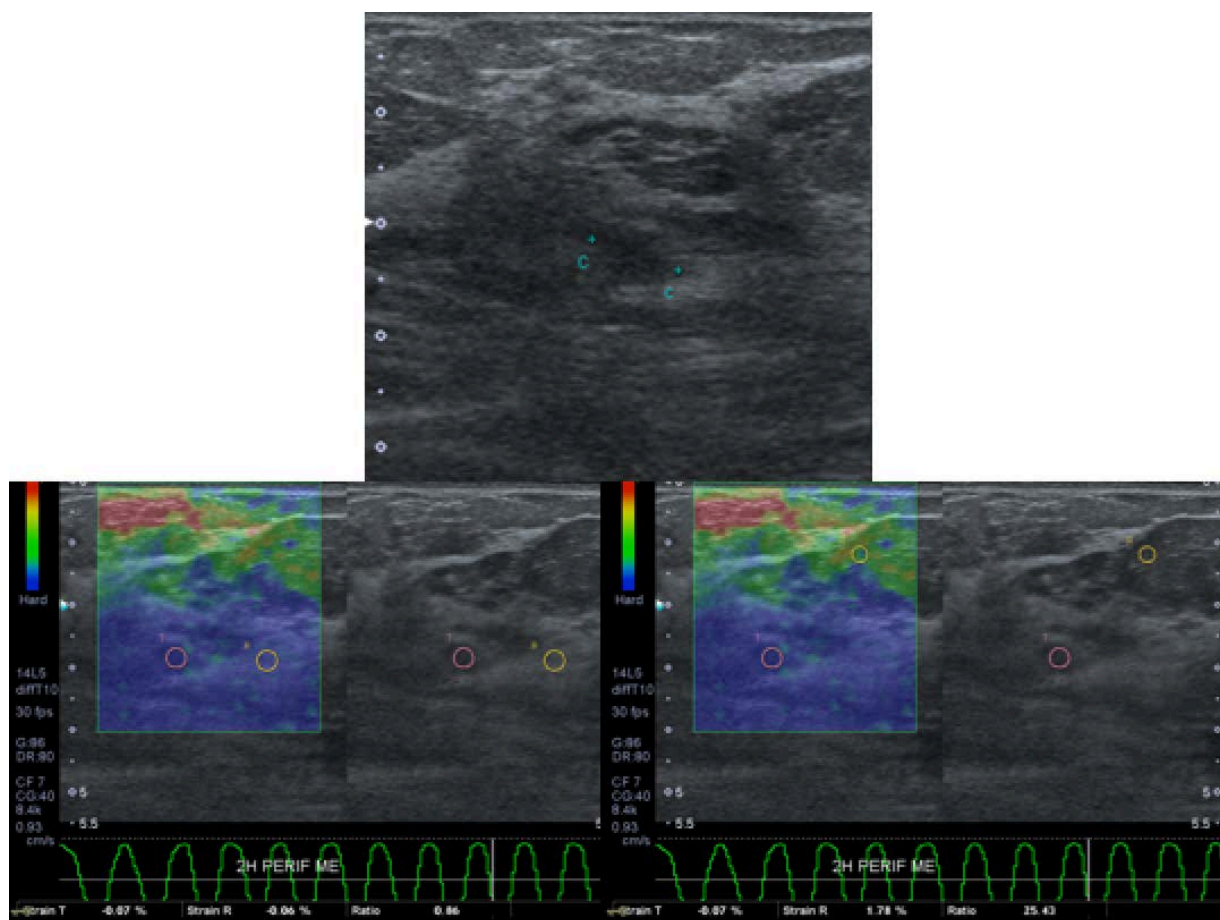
US falso negativo e elastografia verdadeiro positivo. A USG no em escala de cinza, nódulo hipoecogênico ovalado e circunscrito BI-RADS 3; B e C Elastografia qualitativa com classificação 4 de Itoh sugerindo malignidade e valores da relação entre o nódulo/tecido adjacente de 0,86 e nódulo/tecido subcutâneo de 25,43, discordantes porém devendo-se lembrar que quando correlacionado com tecido fibroglandular denso pode não haver diferença elasticidade devido a alta tensão da lesão. Por isso considerar o tecido adiposo. Diagnóstico: DCIS
